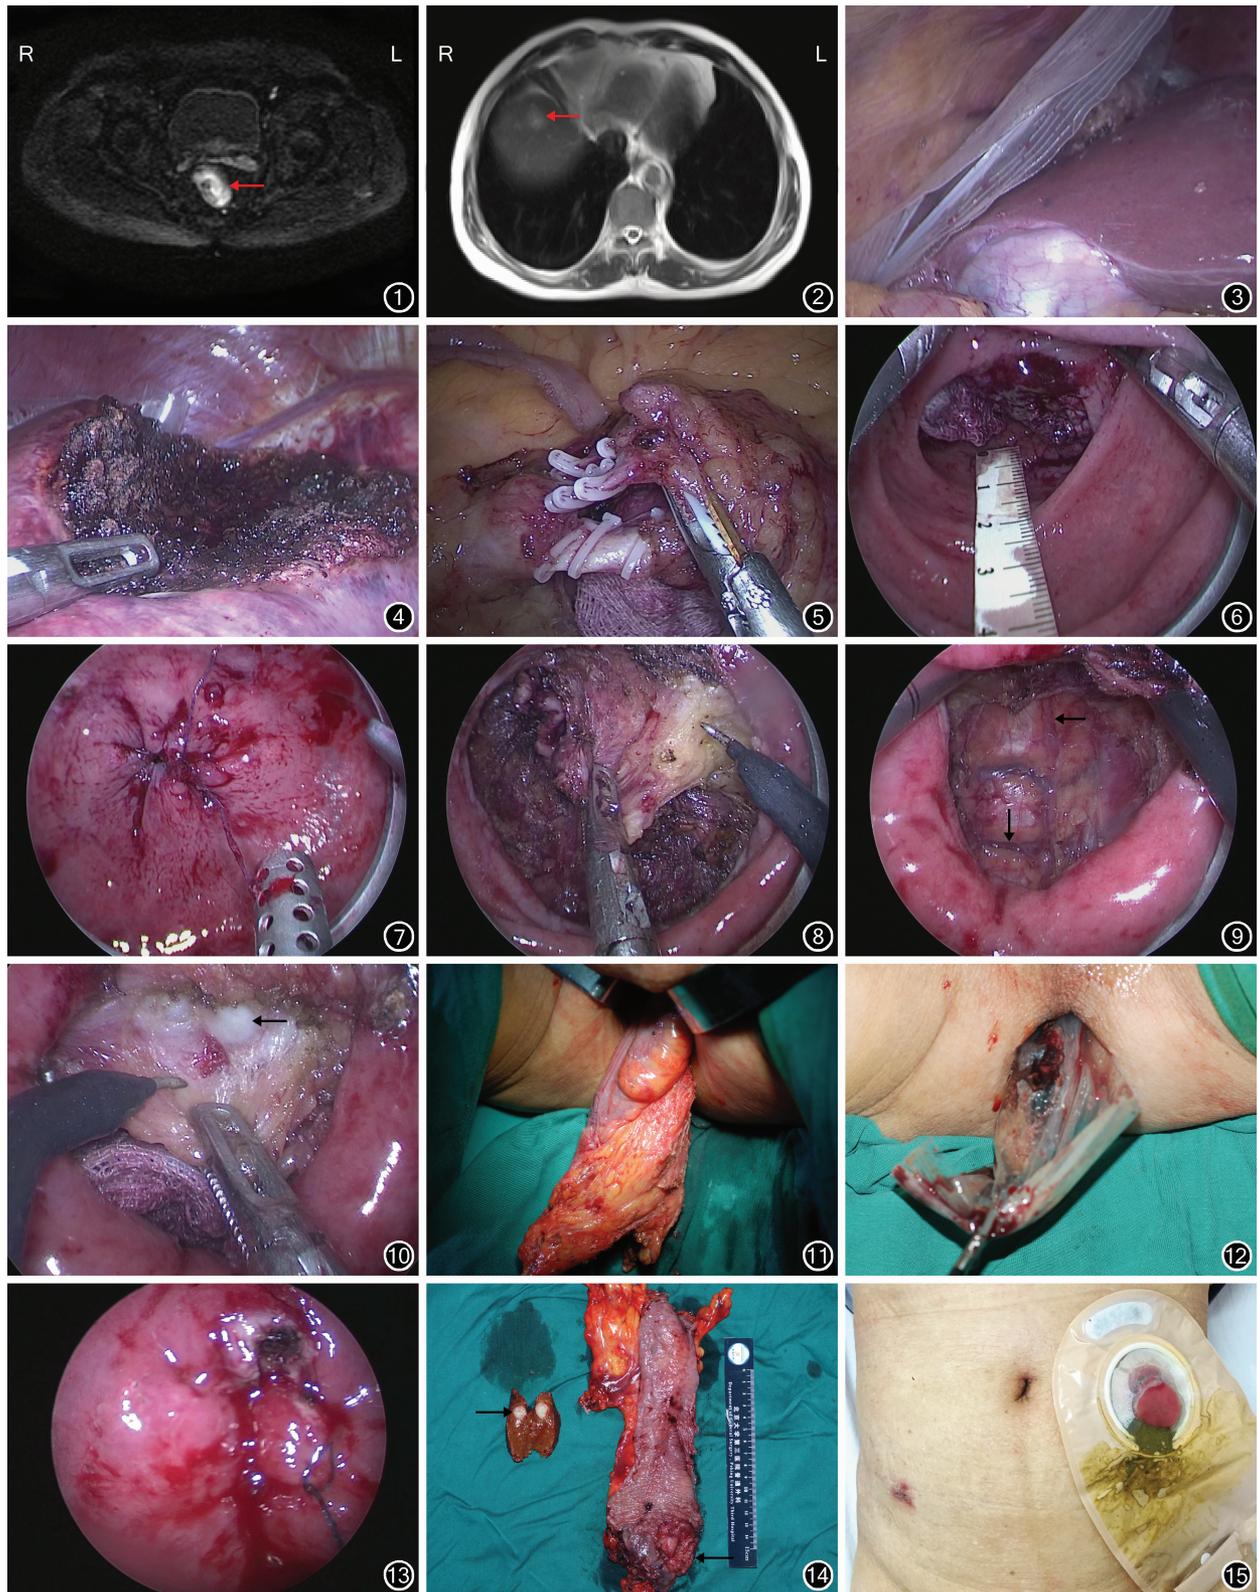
直肠 MRI 检查示直肠肠壁见明显结节状软组织包块, 管腔狭窄, 周围未见明显肿大淋巴结, 弥散加权成像呈高信号(←) 图 2 肝脏 MRI 检查示肝 S4 段见类圆形稍长 T<sub>2</sub> 信号影(←), 边界欠清晰 图 3 肝脏标本置入标本袋内 图 4 肝转移灶切除后的肝脏创面 图 5 游离直肠上动脉及肠系膜下静脉 图 6 标尺测量肿瘤下缘距离以备标记 图 7 肿瘤远端 2 cm 荷包缝合关闭直肠腔 图 8 荷包缝合远端切开肠壁, 直肠侧方及后方循全肠系膜切除解剖层面自下而上切除直肠系膜 图 9 骶前间隙见骶横静脉(↓) 和骶前静脉(←) 图 10 游离直肠前壁见精囊腺(←) 图 11 经肛取出直肠标本 图 12 经肛取出肝脏标本 图 13 全层连续荷包缝合关闭直肠远侧断端 图 14 肝脏及直肠标本见肝转移灶(→) 和直肠原发灶(←) 图 15 腹壁穿刺孔及造瘘口位置
